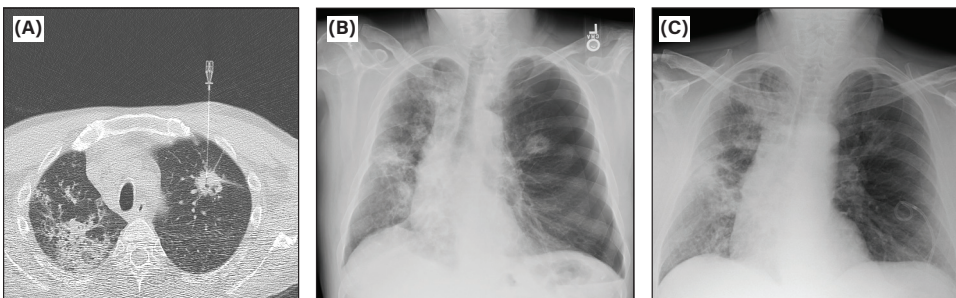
(A) CT ガイド下経胸壁針生検。(B) 生検後に左気胸を合併。(C) 気胸治療のためのピグテールカテーテル留置。
